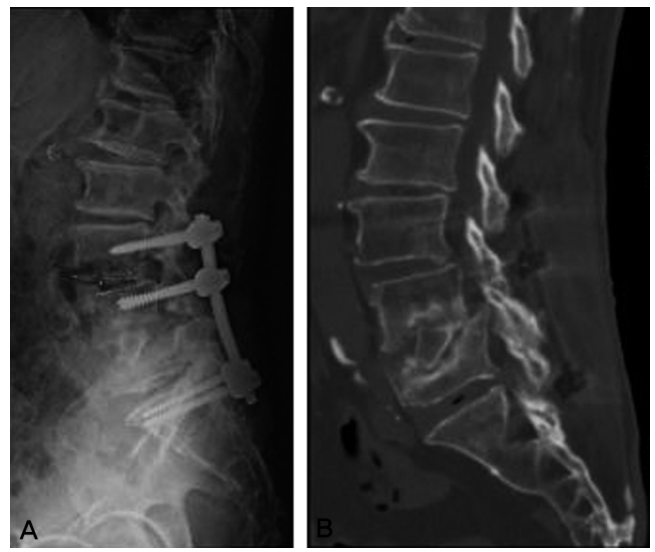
(A) Postoperative 1 year x-ray revealed bony union across the L4,5 bodies. (B) sagittal CT showed bony bridges across the vertebral bodies.
